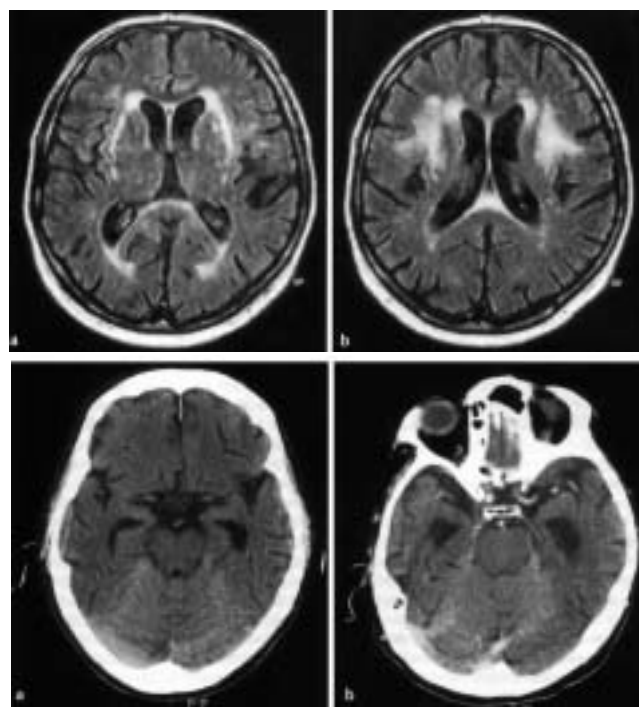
MRI-FLAIR-Sequenz bei mässiggradiger SAE ohne Demenz, mit fleckförmiger bis konfluierender Marklagerhyperintensität, einzelnen Lakunen und geringer Atrophie (oben); CCT bei Alzheimer-Demenz mit mässiggradiger Atrophie der Seitenventrikel infolge Atrophie des mesiobasalen Temporallappens (unten).
